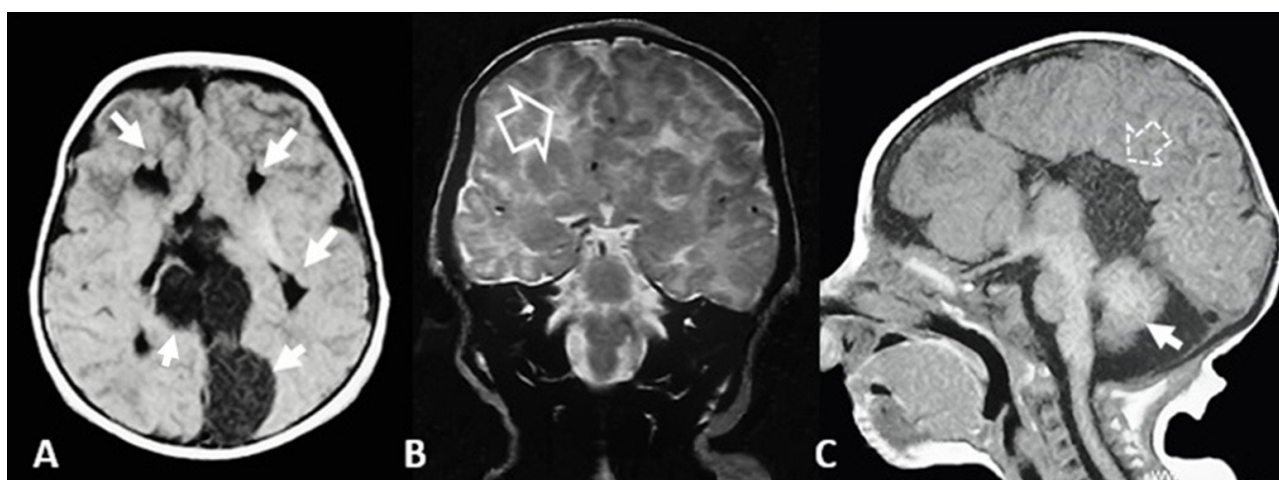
Imágenes de RM. A. Axial, heterotopias subependimarias, quiste cuadrigémico y quiste interhemisférico lobulado. B. Coronal, polimicrogiria lóbulo frontal. C. Mediosagital, Agenesia de cuerpo calloso, colpocefalia e hipoplasia del cerebelo, variante de Dandy Walker.
